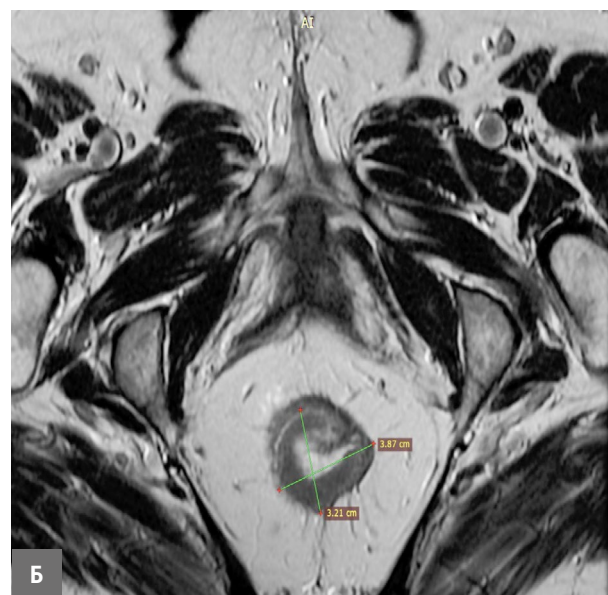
МРТ органов малого таза: опухоль среднеампулярного отдела прямой кишки с распространением на верхнеампулярный отдел 7,5 × 2,4 × 4,3 см, на расстоянии 8,1 см от ануса, с поражением мезоректальных лимфоузлов (а) сагитальный срез, (б) фронтальный срез.
